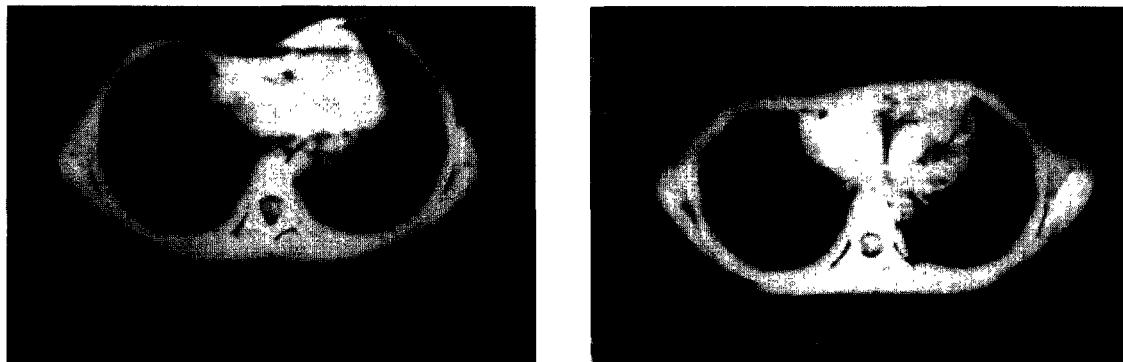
(Left) Preoperative computed tomogram showing depression of the sternum and costal cartilage. (Right) The sternum is advanced anteriorly and flattening of the anterior chest wall is achieved.
